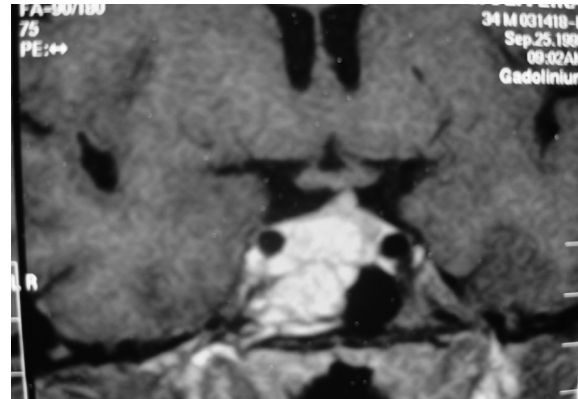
RM pré-operatória mostrando lesão selar com invasão do seio cavernoso direito, do seio esfenoidal e piso selar.
